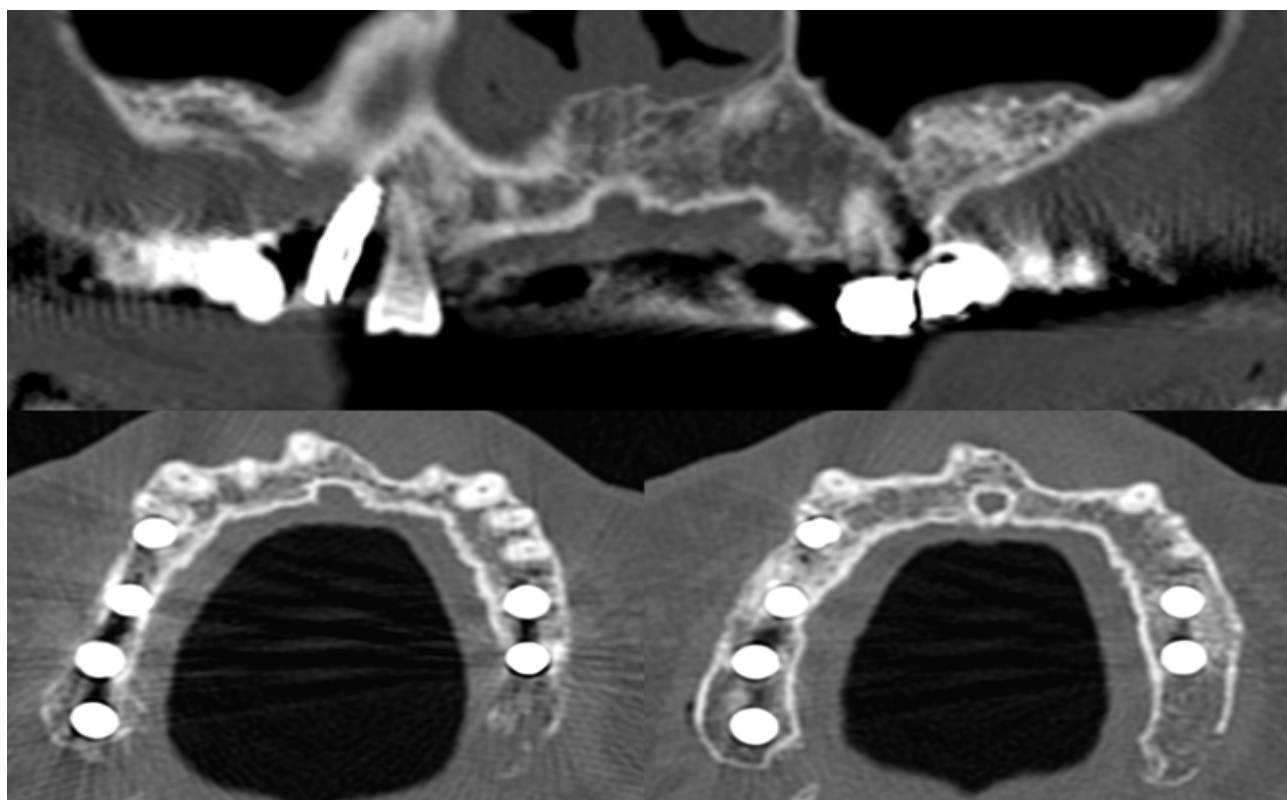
2014.03, 내원 시 Cone beam CT image, #15i 가 침범한 치주인대 공간은 더 확장되지 않음. 치근단 병소의 크기도 증가하지 않음.
